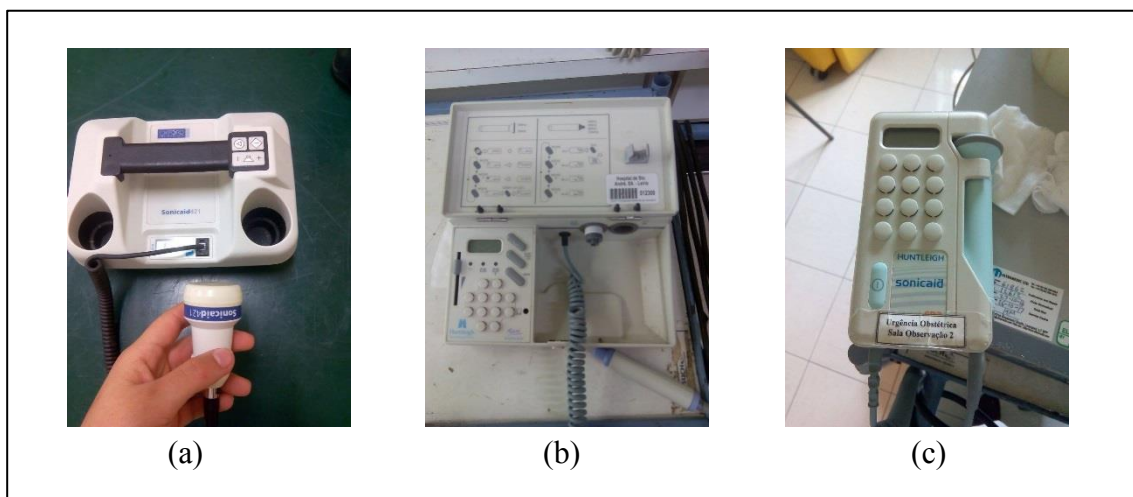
Doppler fetal. (a) Oxford instruments - Sonicaid 421; (b) Huntleigh – Maxxi dopplex MD200; (c) Huntleigh – Sonicaid FD3
